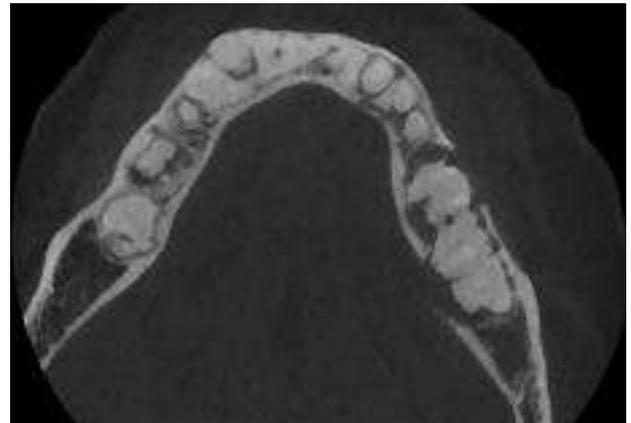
une coupe axiale d'un CBCT petit champ présentant un stade tardif d'une dysplasie osseuse floride. Noter la présence des lésions radio-opaques périapicales importantes. Les dents en rapport avec ces lésions répondent normalement aux tests de sensibilité.
